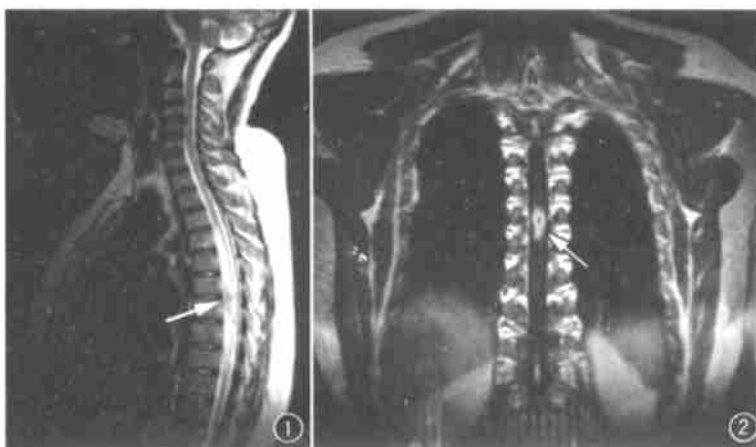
MRI T₂WI 示 T₆~T₇ 椎体平面脊髓内境界不清病灶(箭), T₄~T₉ 椎体平面脊髓内水肿信号。椎体及椎间盘未见异常改变。
